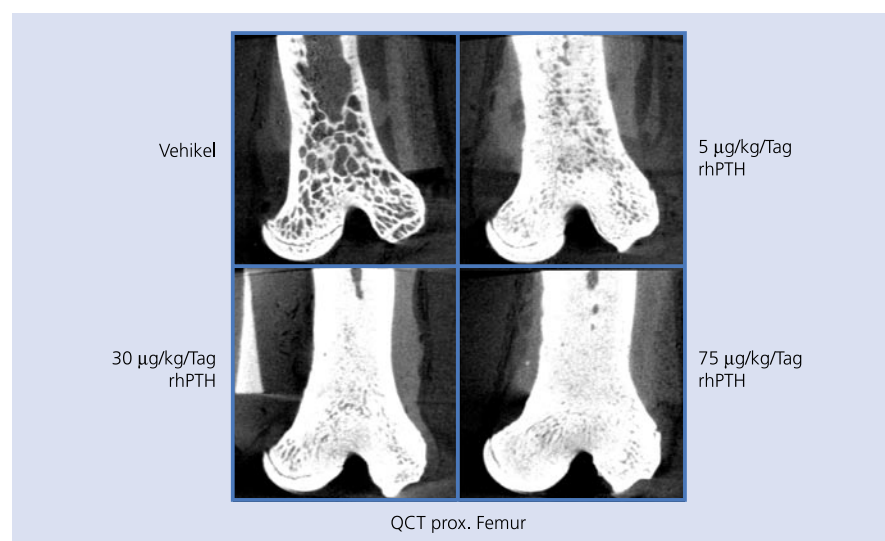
Dosisabhängigkeit der überschießenden Knochengewebsneubildung am Rattenfemur unter sehr hohen Dosen von Teriparatid (thPTH) in der ersten Langzeit-Toxizitätsstudie (QCT = quantitative Computertomographie)
